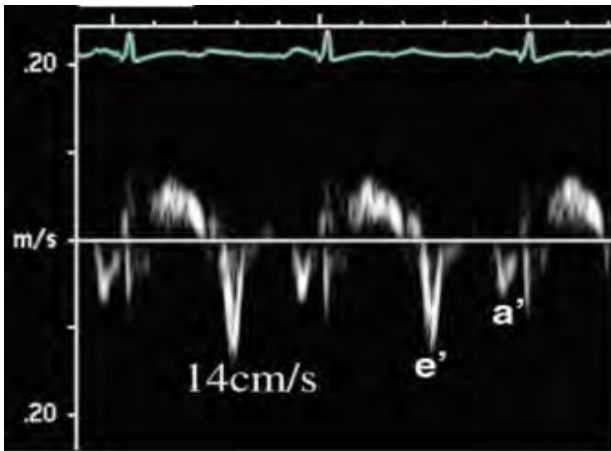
Doppler Tissulaire mitral normal
